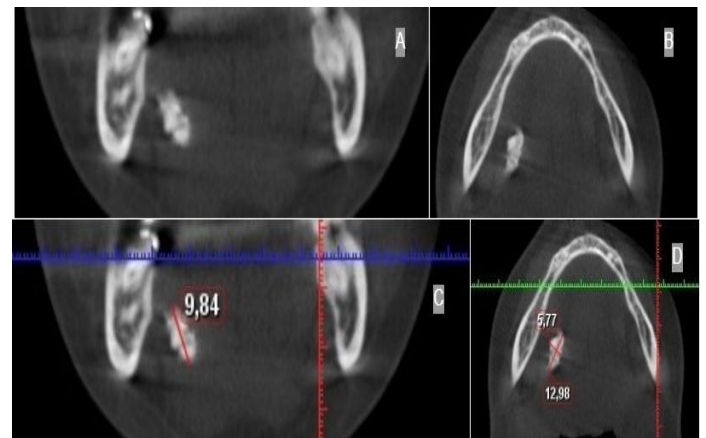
Coronal (A, C) and axial (B, D) section tomographic images of right submandibular sialolith.
